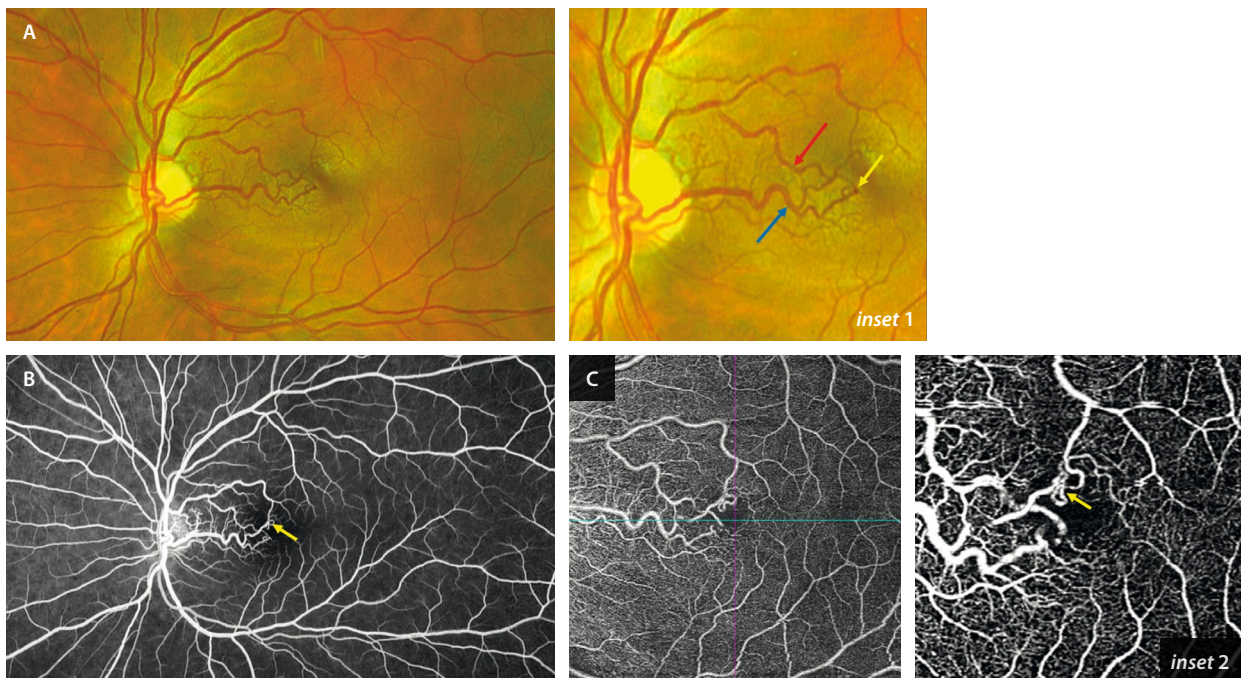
Malformación arteriovenosa de tipo 1. A) La retinografía muestra la comunicación entre una arteriola temporal superior (flecha roja, *inset 1*) y una vénula temporal inferior (flecha azul, *inset 1*). La angiografía con fluoresceína (B), al igual que la angiografía por tomografía de coherencia óptica (C, *inset 2*), permiten detectar la comunicación con facilidad (flecha amarilla en *inset 1*, B e *inset 2*), descartando una isquemia o cambios exudativos o trombóticos asociados.
